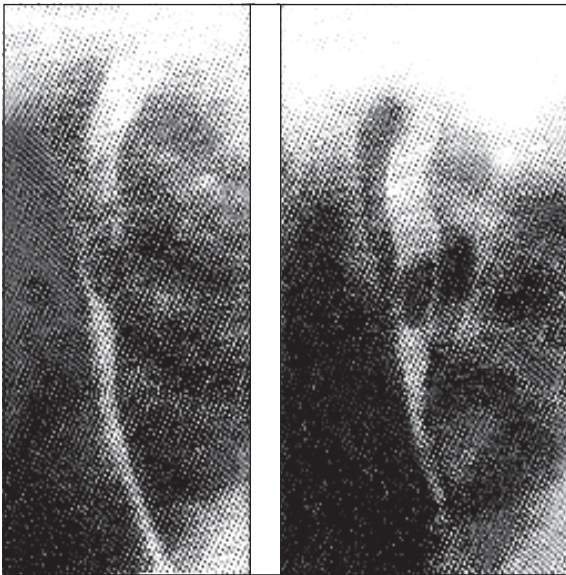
Екстрамуральна лейоміома стравоходу. Рентгенограма.
